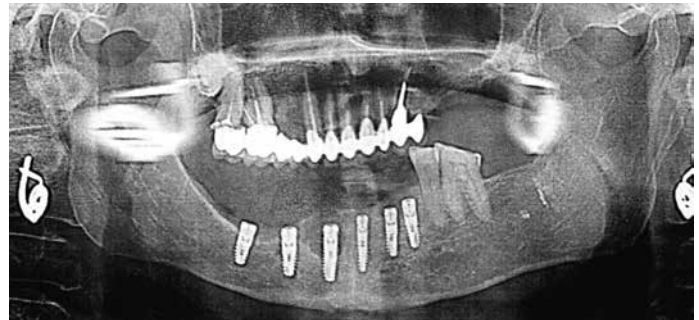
Ортопантомограмма после операции
